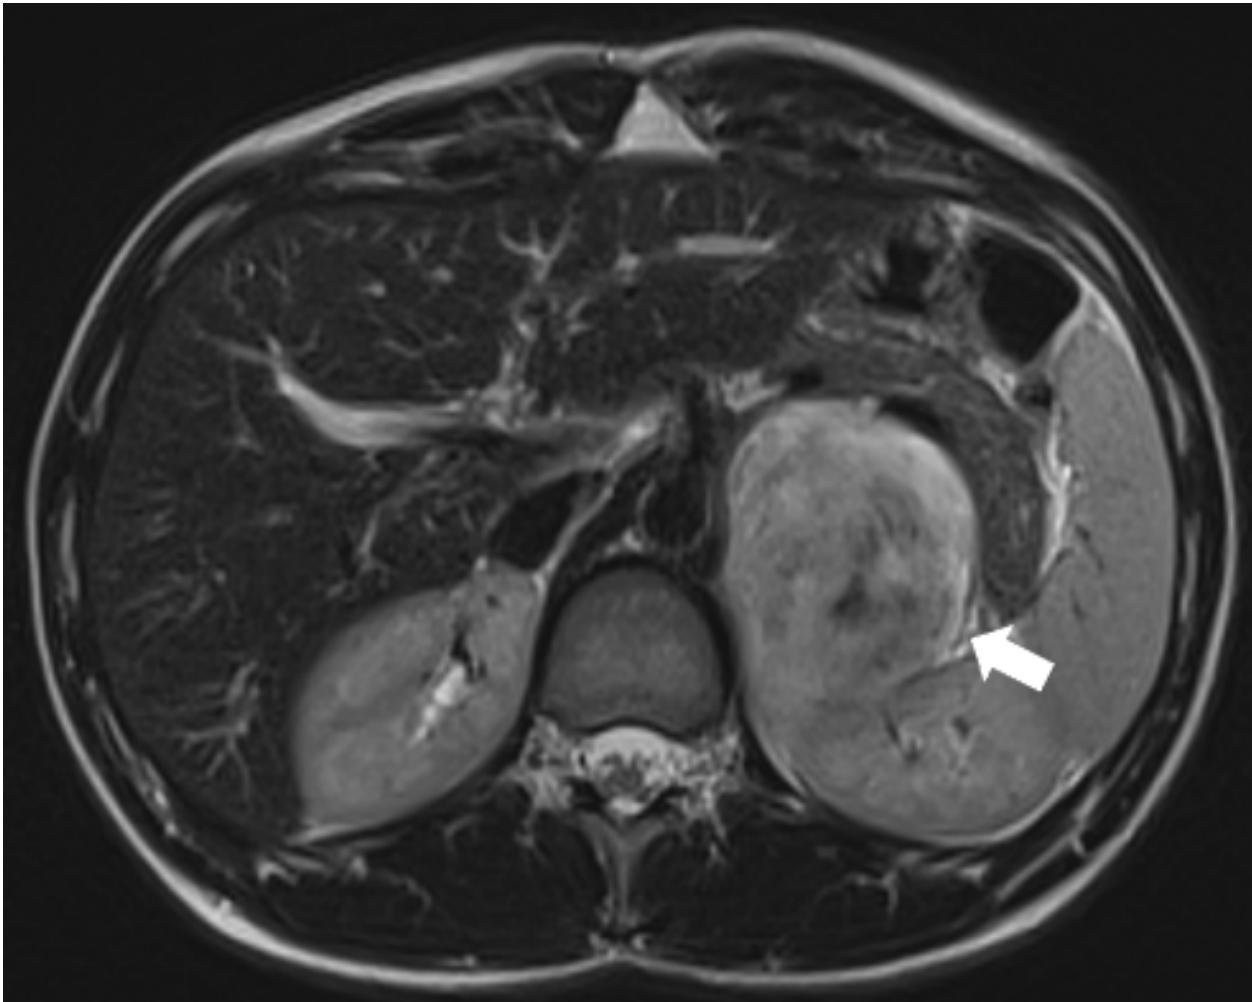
RM de abdome na ponderação T2, plano axial. Observa-se lesão expansiva, com hipersinal heterogêneo, na loja adrenal esquerda (seta), deslocando anteriormente a cauda pancreática. A adrenal esquerda não é caracterizada.
